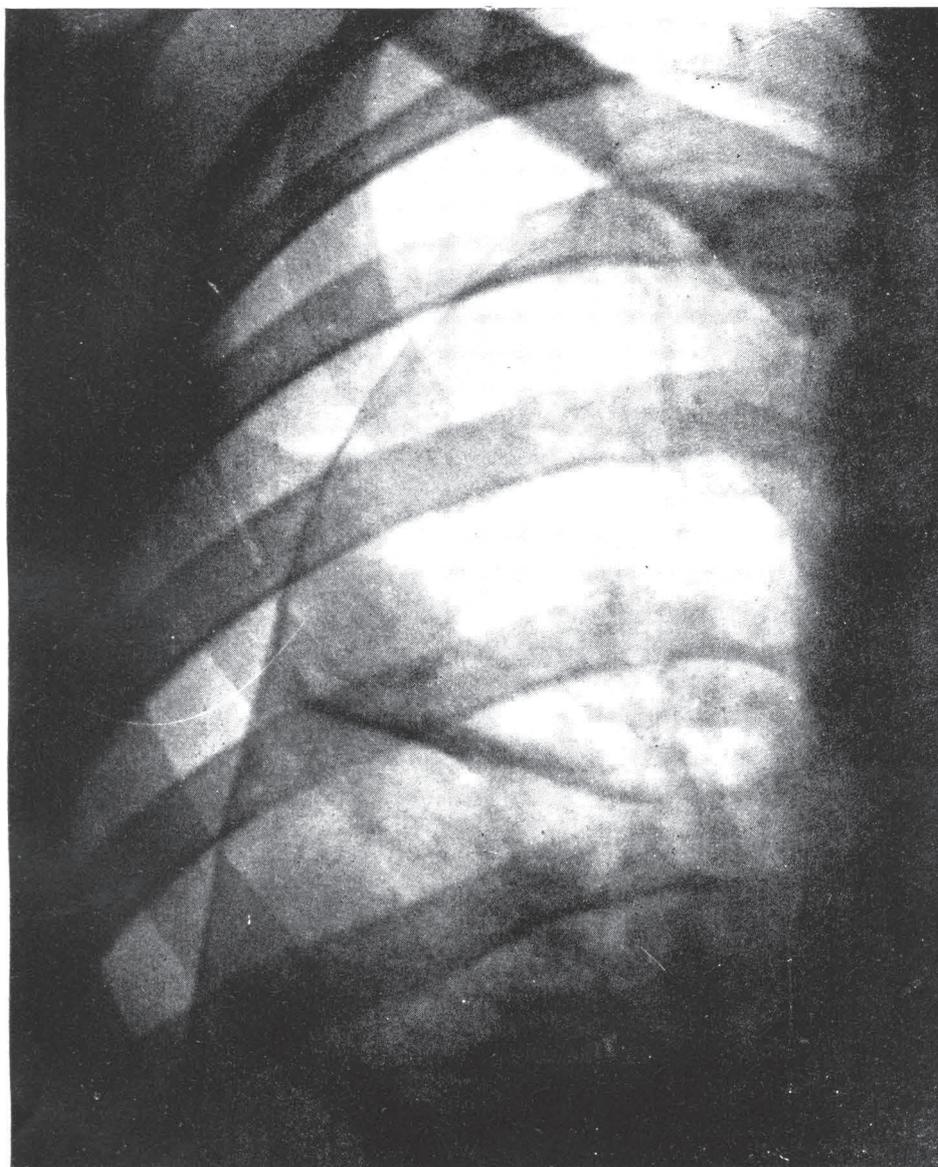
Caso nº 1 — Telerradiografia nº 7.263, de 31-I-49 — Pneumotórax D. com regressão de toda a reação exsudativa perifocal, restando, no local do infiltrado inicial, um foco denso e bem delimitado, sugestivo de "cavidade bloqueada". Lavado gástrico negativo desde 11-XI-49. A paciente nesta época já estava trabalhando normalmente.
